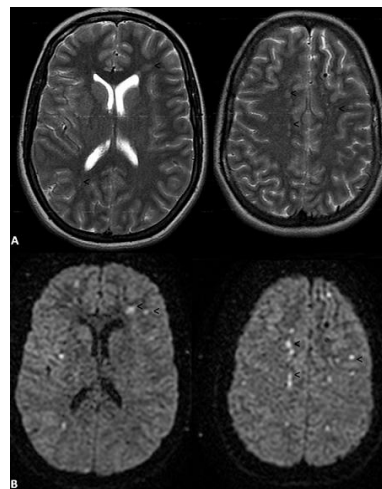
IRM cérébrale: Séquences dans le plan axial en pondération T2 (A) avec images correspondantes en séquence de diffusion (B), objectivant de multiples lésions millimétriques sustentorielles en hypersignal T2, associées à une restriction de la diffusion (hyperintensités : tête de flèche) et intéressant des territoires vasculaires multiples compatibles avec une origine embolique
